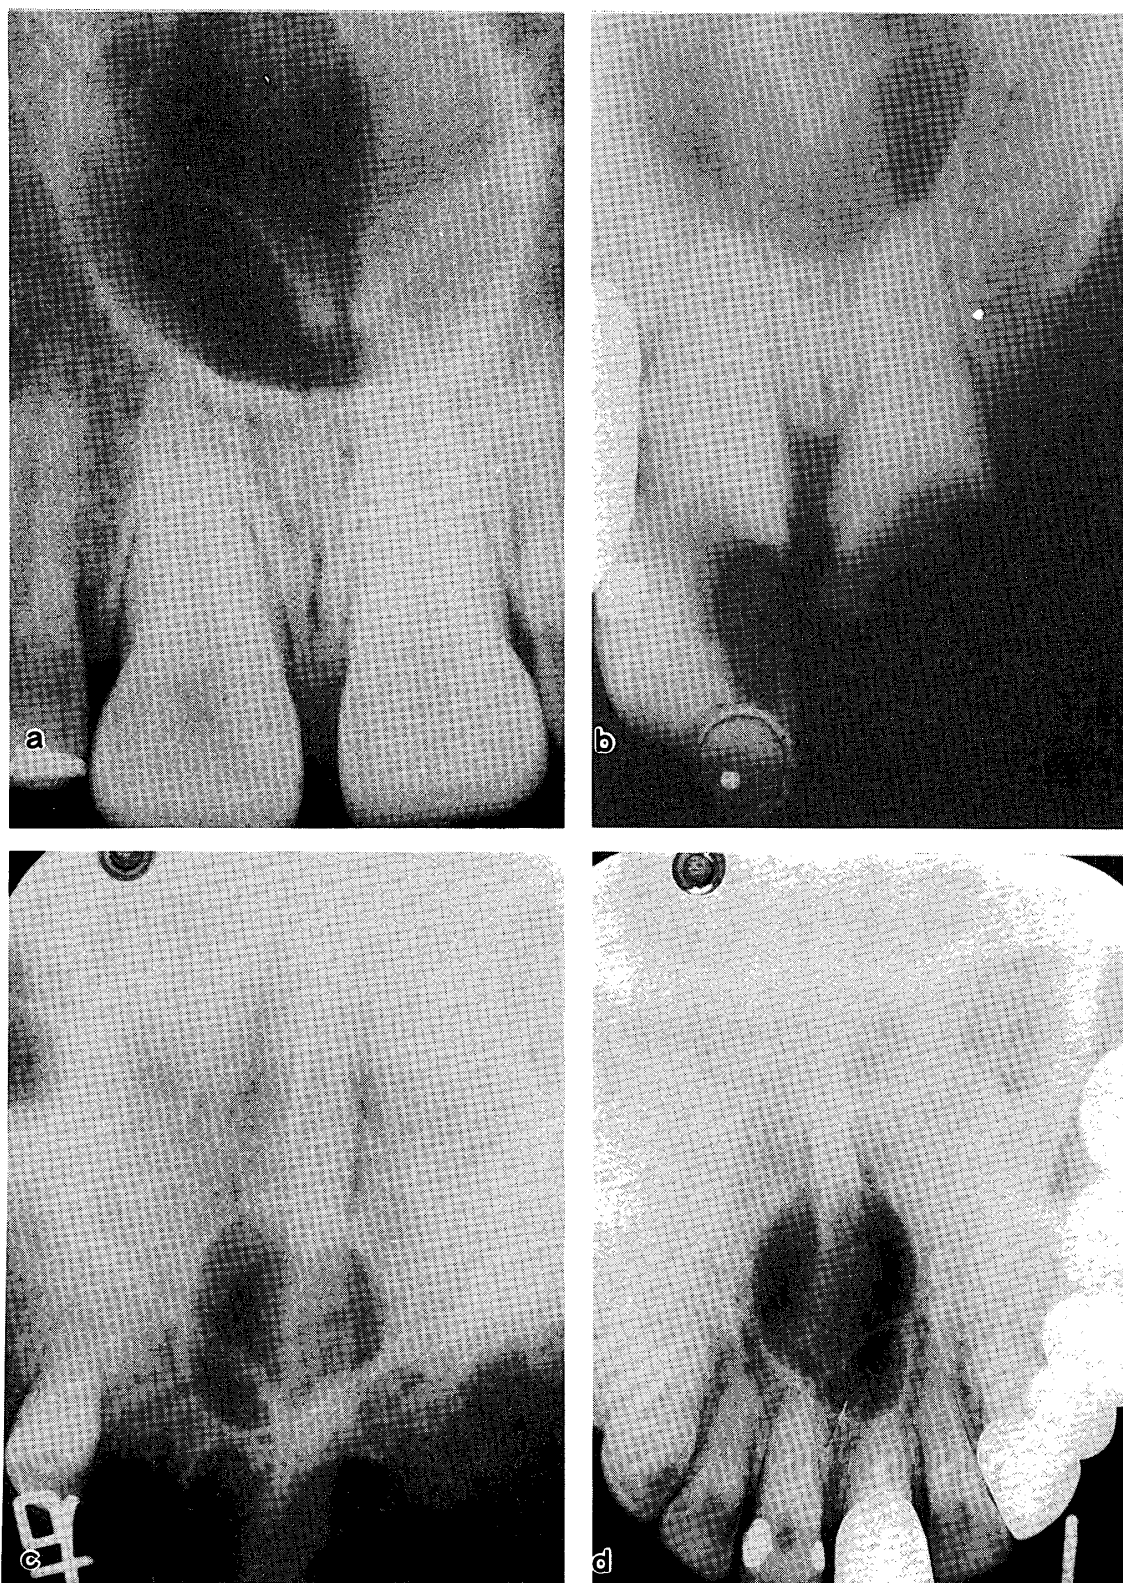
上顎正中嚢胞の4例 (a, b: デンタル写真に現れた上顎正中嚢胞の2例であるが、両者ともに、境界明瞭な円形のX線透過像として認められる。周囲は一層のX線不透過帯によって取り囲まれている。隣接する歯牙は歯根膜腔と歯槽硬線によって囲まれており、嚢胞と無関係であることがわかる。c, d: オクルーザル写真に現れた上顎正中嚢胞の2例である。デンタル写真と同様の所見を示す)。
